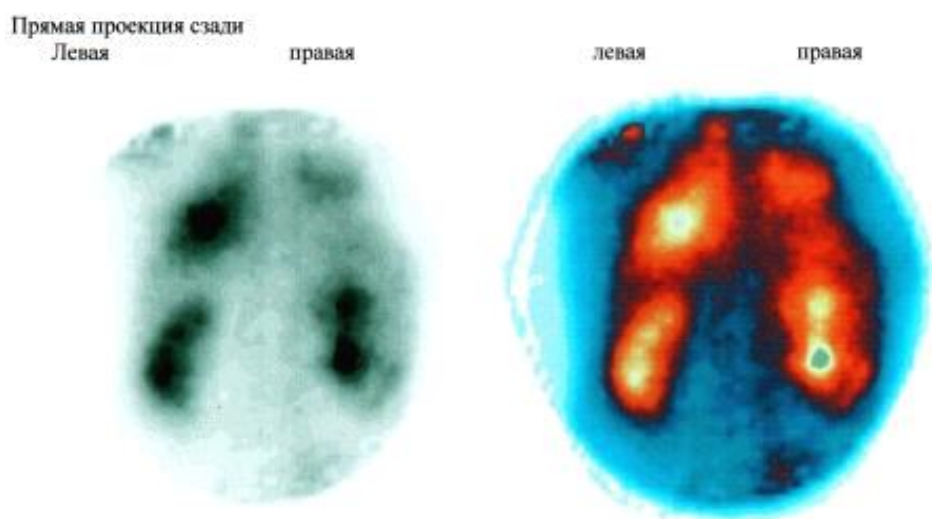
Реносцинтиграма хворого Л. Діагноз: рак правої нирки, ускладнений пухлинним тромбозом НПВ (збільшена у розмірах та деформована права нирка з вогнищевим накопиченням РФП)
